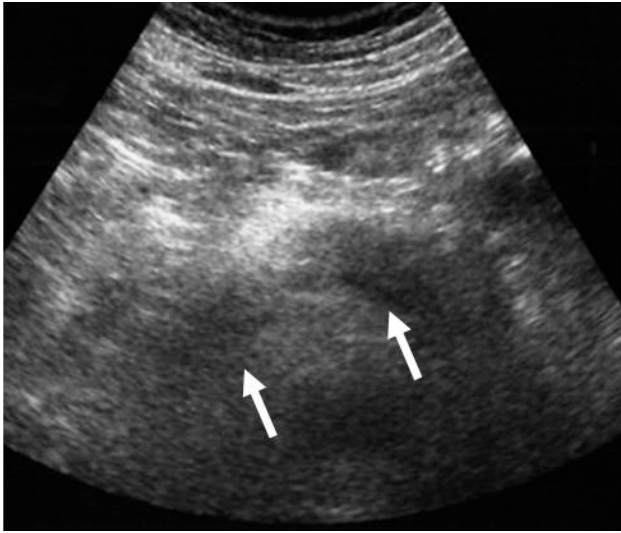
自己免疫性膵炎の超音波像（多発型）。膵頭部と体部に低エコー腫瘤（矢印）を認める。その間には正常膵を認める。
